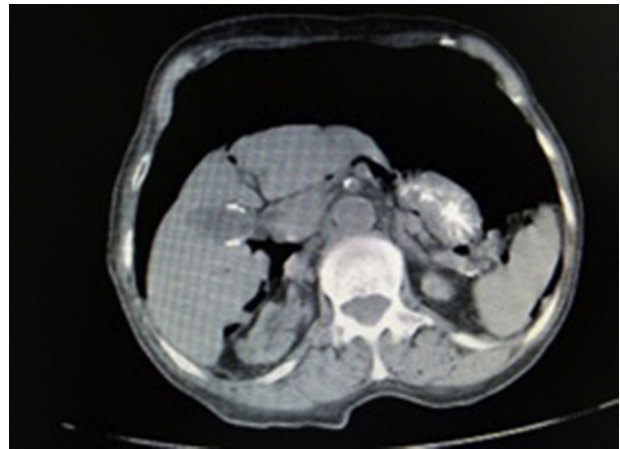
TAC de abdomen con contraste oral que evidencia gran neumoperitoneo.
